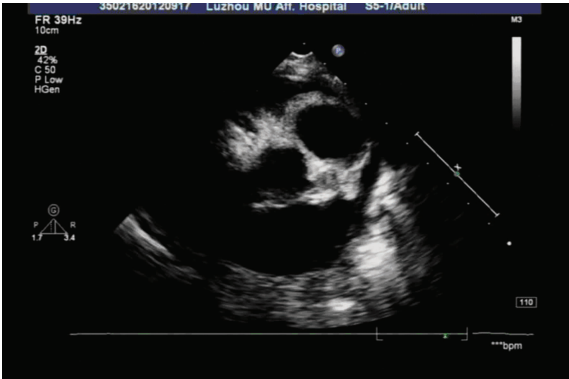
心脏彩色多普勒超声显示扩张的左右冠状动脉
